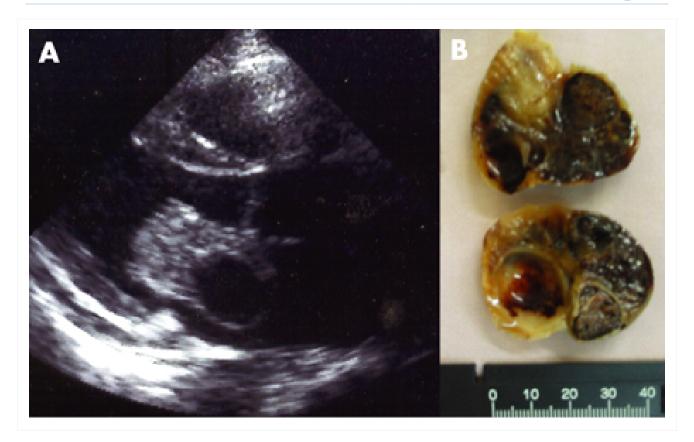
Mixoma atrial identificado em ecocardiografia (A) e após ressecção cirúrgica (B)
